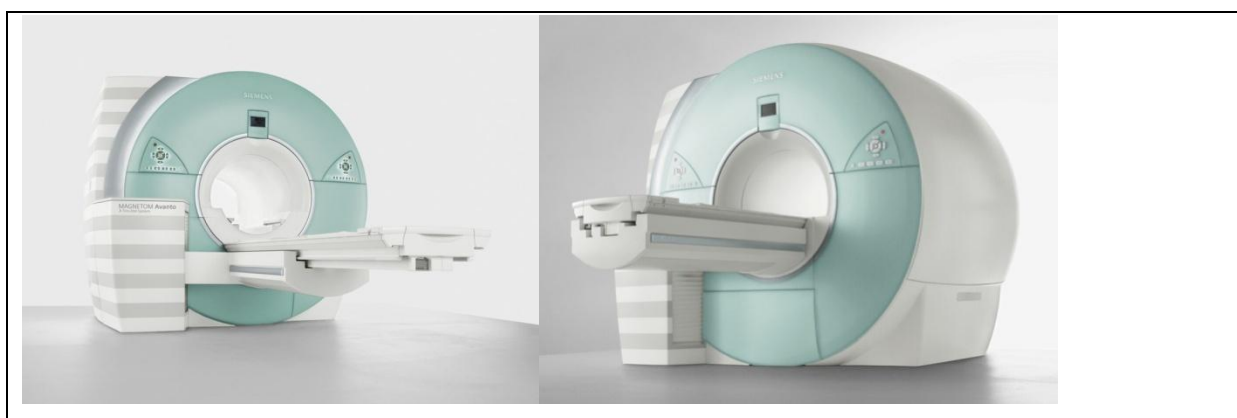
Equipamento de RM com magneto fechado
